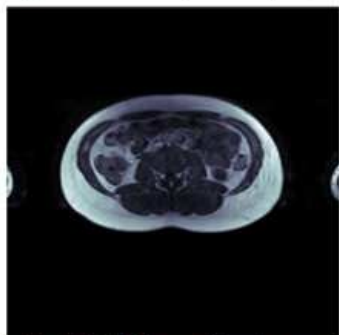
RM 12 Meses [Fuente propia]
